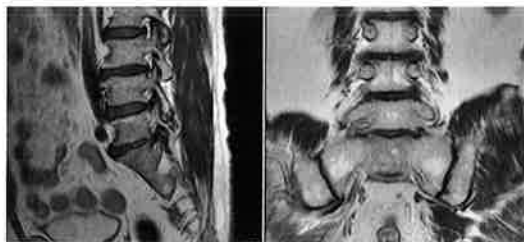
症例2 MRI L1/2ヘルニア(供覧せず)およびL5/S外側ヘルニアを認める。
